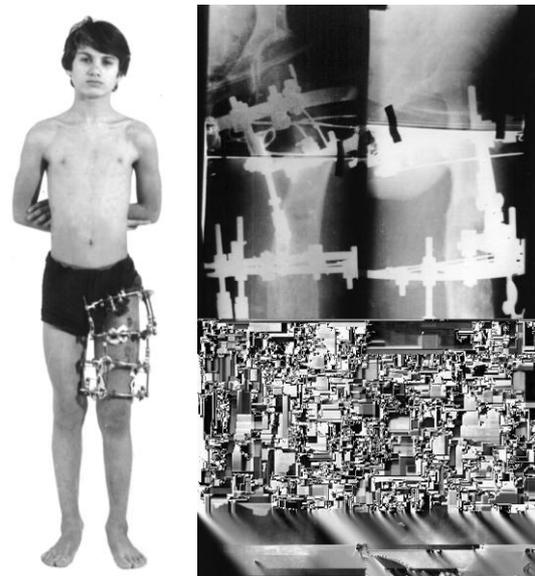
Больной Т. и его рентгенограммы в процессе остеосинтеза
